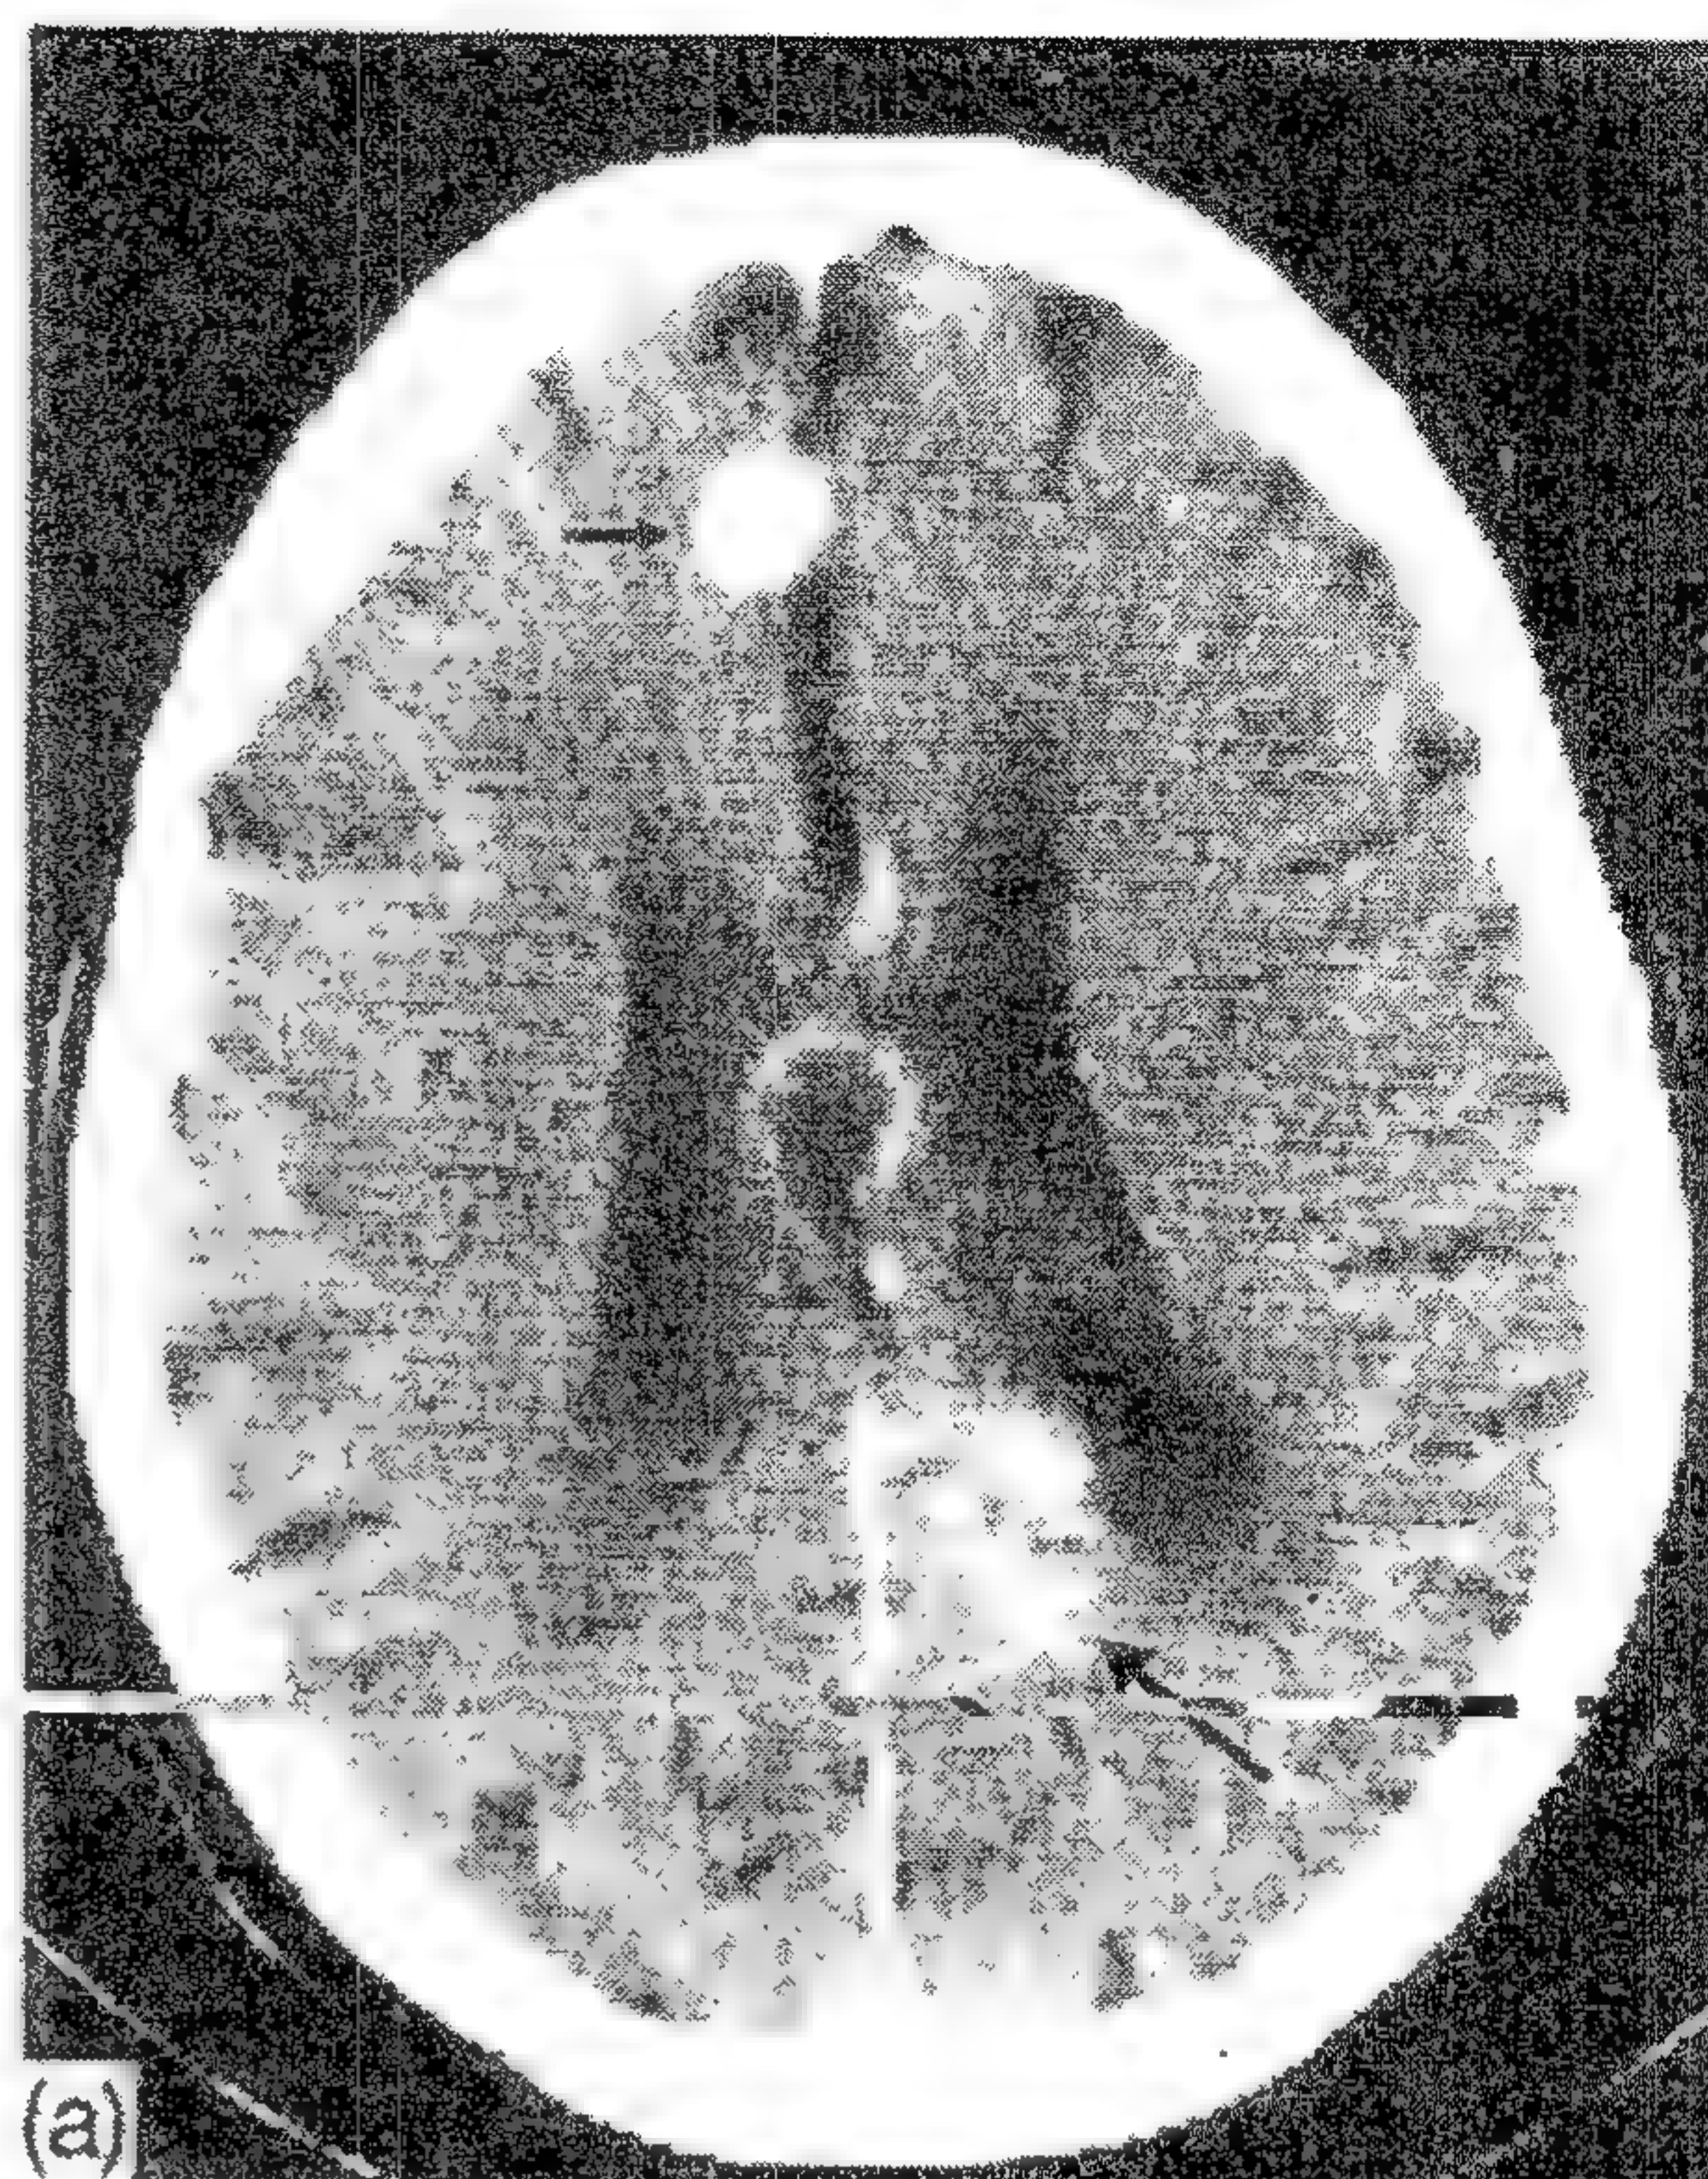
Examen CT cu substanță de contrast pentru a arăta aspectul tipic al unei malformații arteriovenoase cerebrale mari. Vascularizația anormală în lobul occipital drept (săgeată mare) și o venă grosă de drenaj (săgeată mică) sunt scoase cu claritate în evidență.
